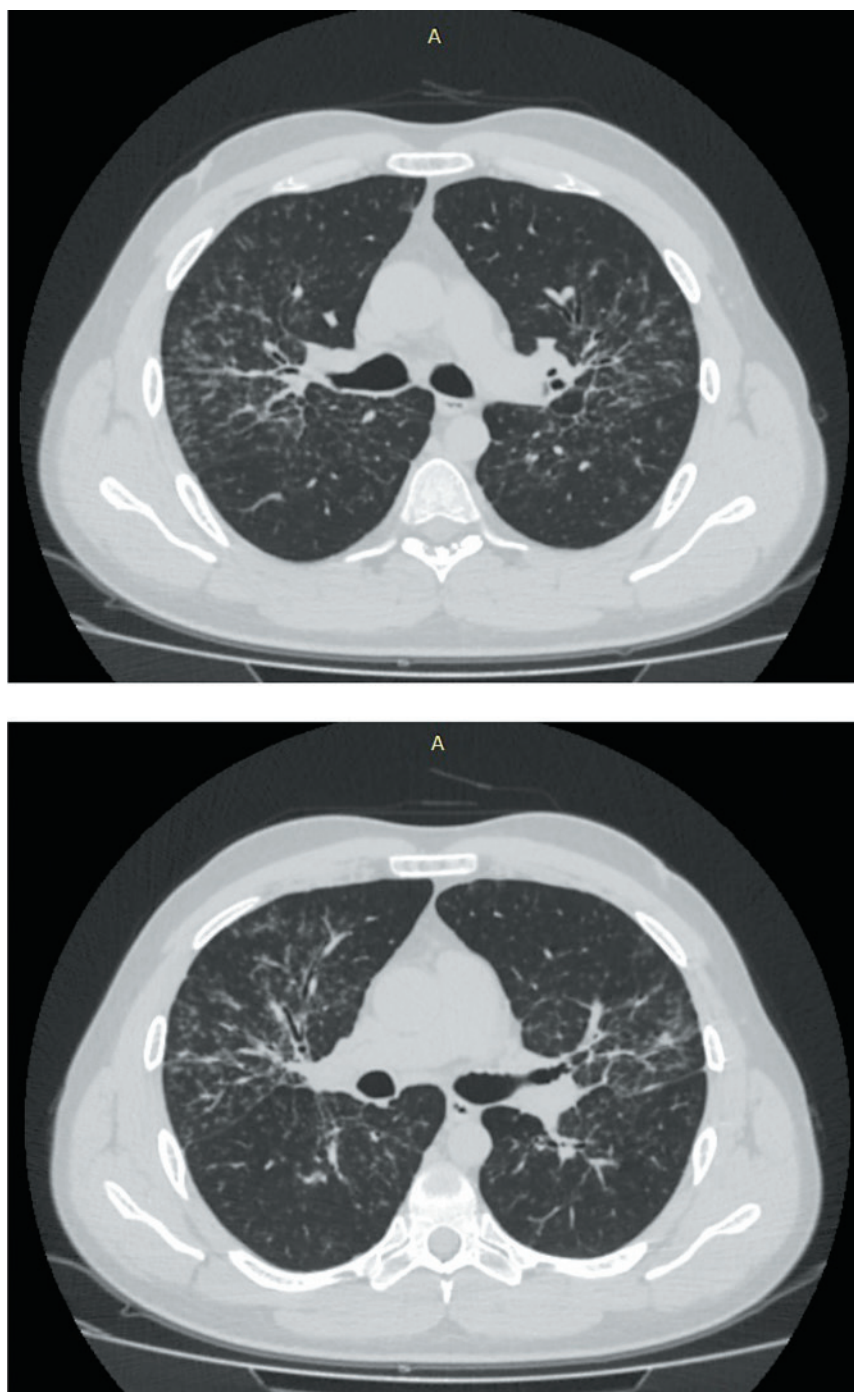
КТ органов грудной клетки в 2018 году (диагностирован Саркоидоз II стадии)
